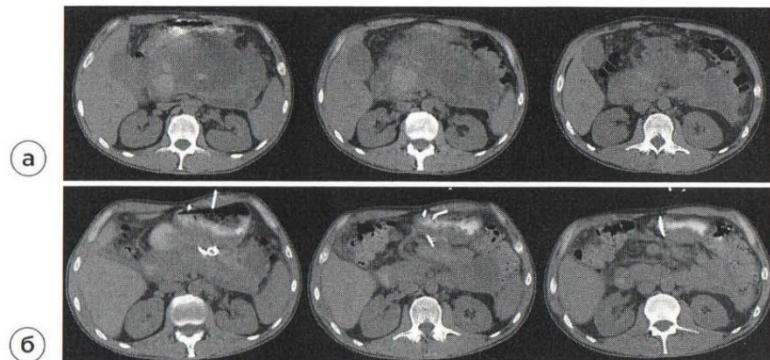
СКТ. Панкреонекроз с формированием острых скоплений жидкости. а — до дренирования (Balthazar E, КТ-индекс 9 баллов), б — после дренирования под контролем УЗИ (Balthazar C, КТ-индекс 6 баллов).
